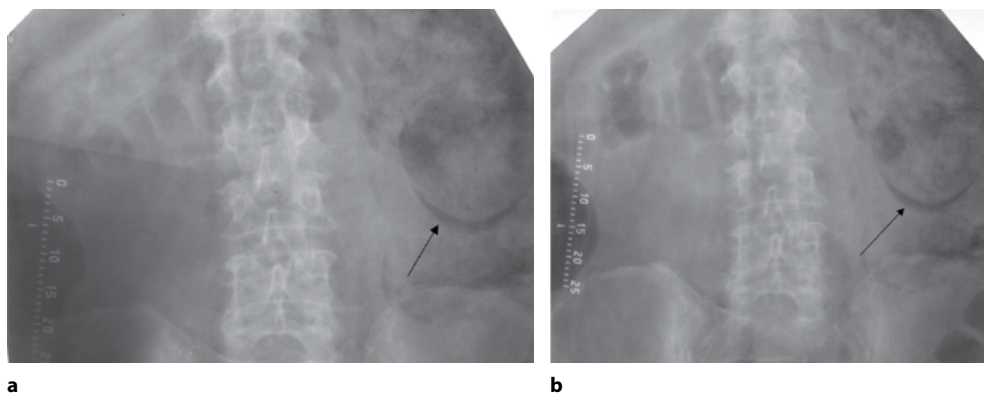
Экскреторные урограммы пациентки с сахарным диабетом и клиникой острого пиелонефрита слева: а – урограмма, выполненная на 6-й минуте после введения контрастного вещества (временная линейка на рентгенограмме). Под нижним полюсом левой почки скопление газа серповидной формы (стрелка); б – урограмма, выполненная на 15-й минуте после введения контрастного вещества (временная линейка на рентгенограмме). Полоска газа под нижним полюсом левой почки сохраняет свою форму и положение – газ в паранефральном пространстве (стрелка). Эмфизематозный пиелонефрит IIIA класса
